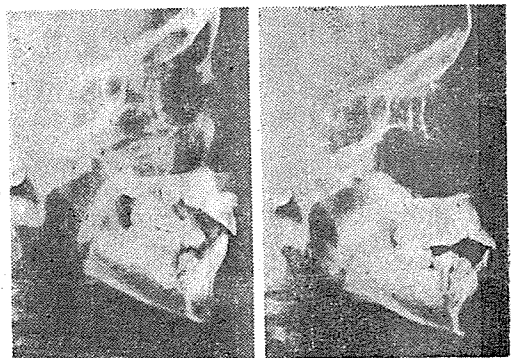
頭部 X線側貌寫眞(左: 治療前, 右: 治療後)
